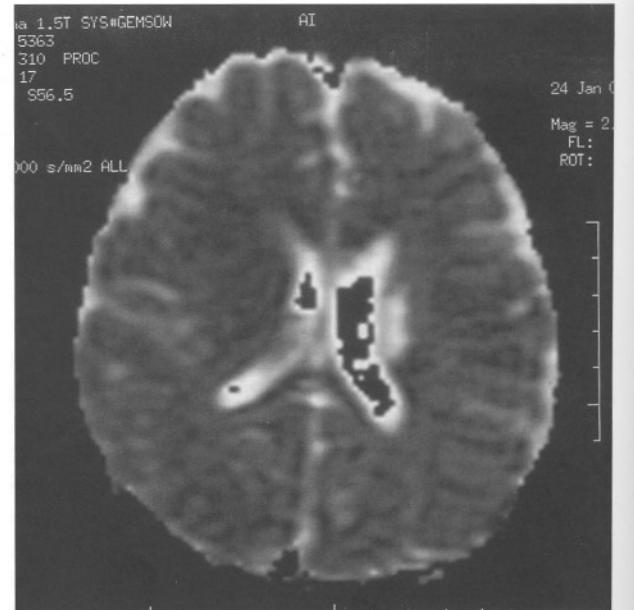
Travmadan 11 saat sonra çekilen kranial MRG'de T1 ağırlıklı aksiyel kesitlerde sol periventriküler alanda minimal hipointensite.
